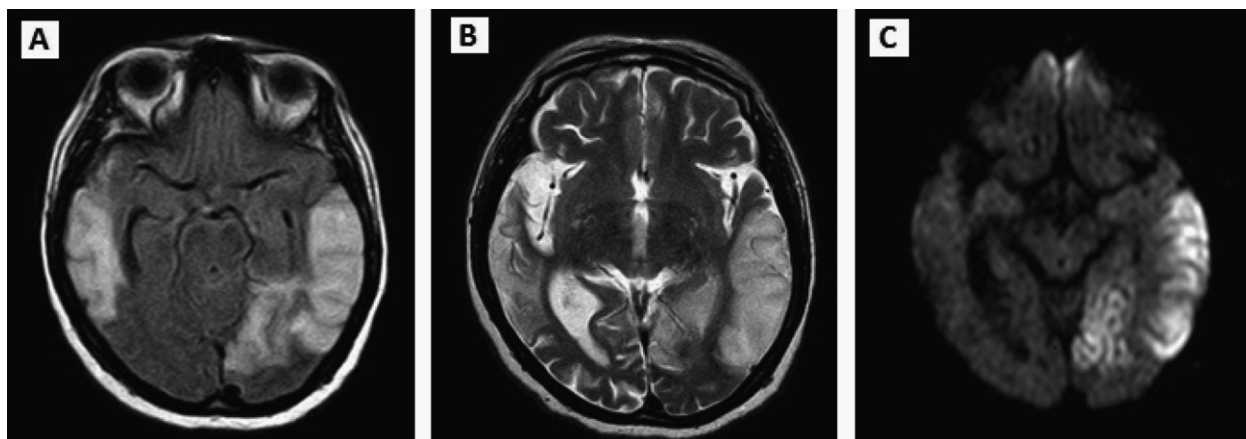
RM de encéfalo del segundo evento pseudovasculare, que muestra dos zonas de aumento de señal de predominio cortical: Se aprecia la lesión antigua en los lóbulos temporoparietal derecho junto a una nueva lesión hiperintensa en los lóbulos temporo-parieto occipital izquierdo, que se diferencian claramente en la secuencia Diffusion. No se aprecia proceso expansivo (A: Corte axial en FLAIR; B: Corte axial en T2; C: Corte axial en Diffusion).
